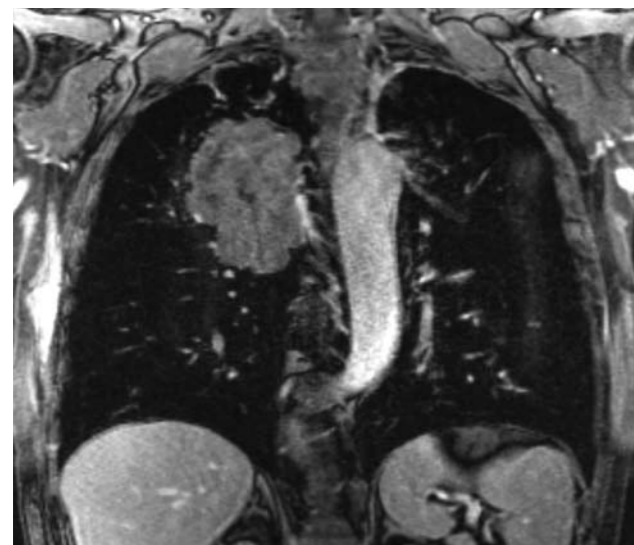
MRT der Lunge mit Darstellung eines Bronchialkarzinoms im rechten Oberlappen
